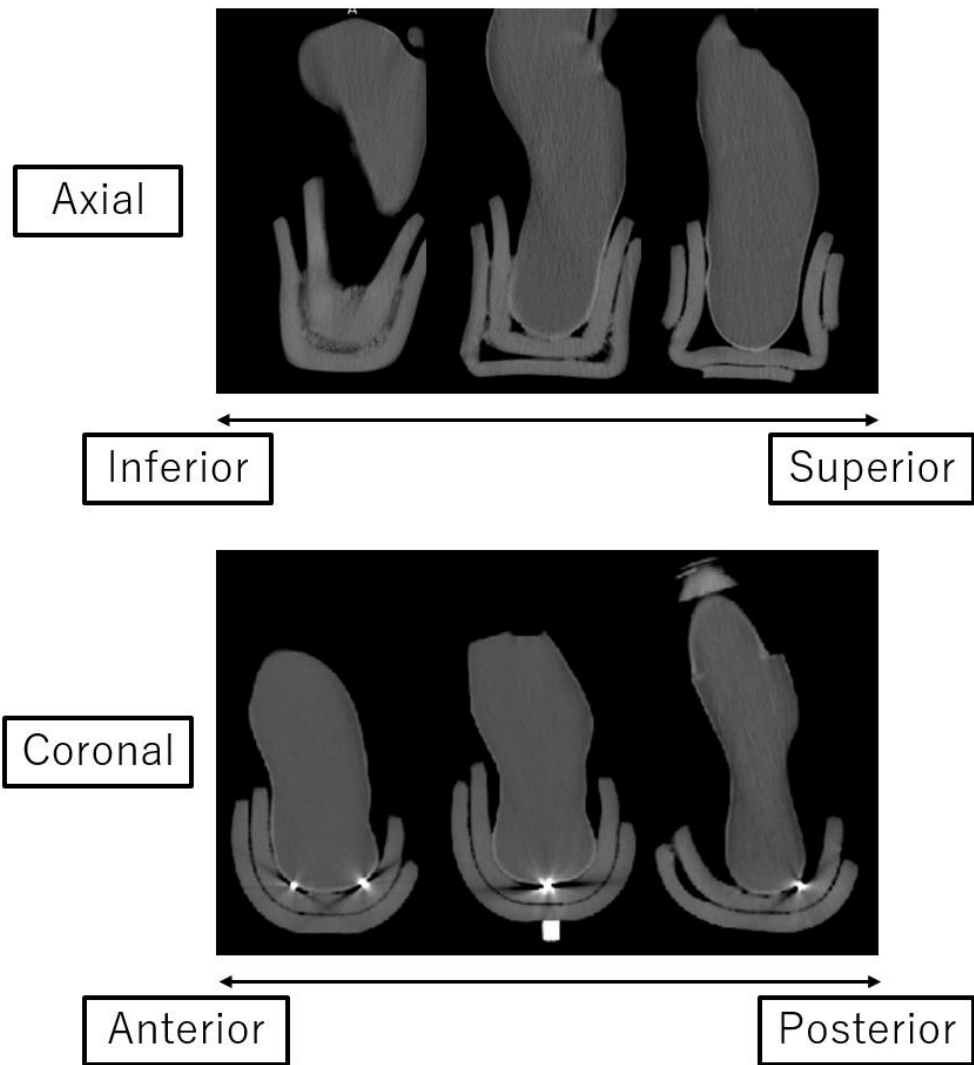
X-ray CT Image of 3D-printed foot phantom
